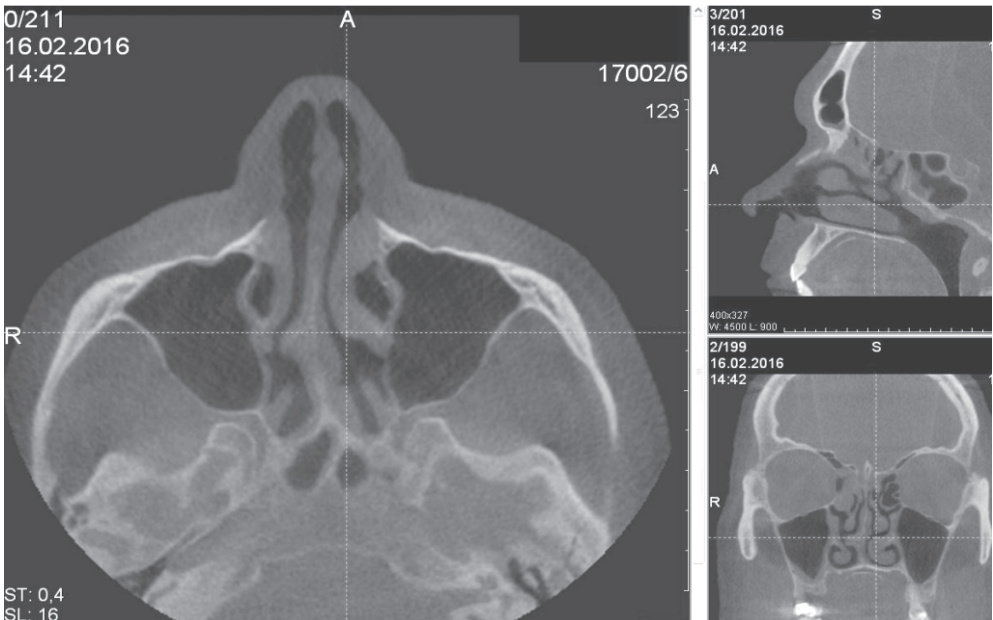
1Б. Конусно-лучевая томография пациента X. – полость носа
